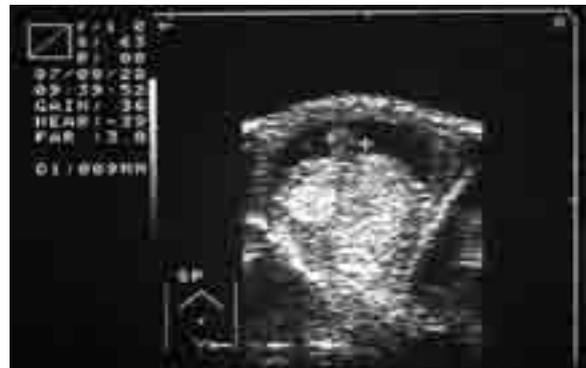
Sonographische Darstellung einer traumatischen Hodenruptur mit Einriss der Tunica albuginea. Oberes Bild zeigt freie Flüssigkeit als Zeichen der Einblutung, im unteren Bild Markierung des prolabierten Hodenparenchyms.
